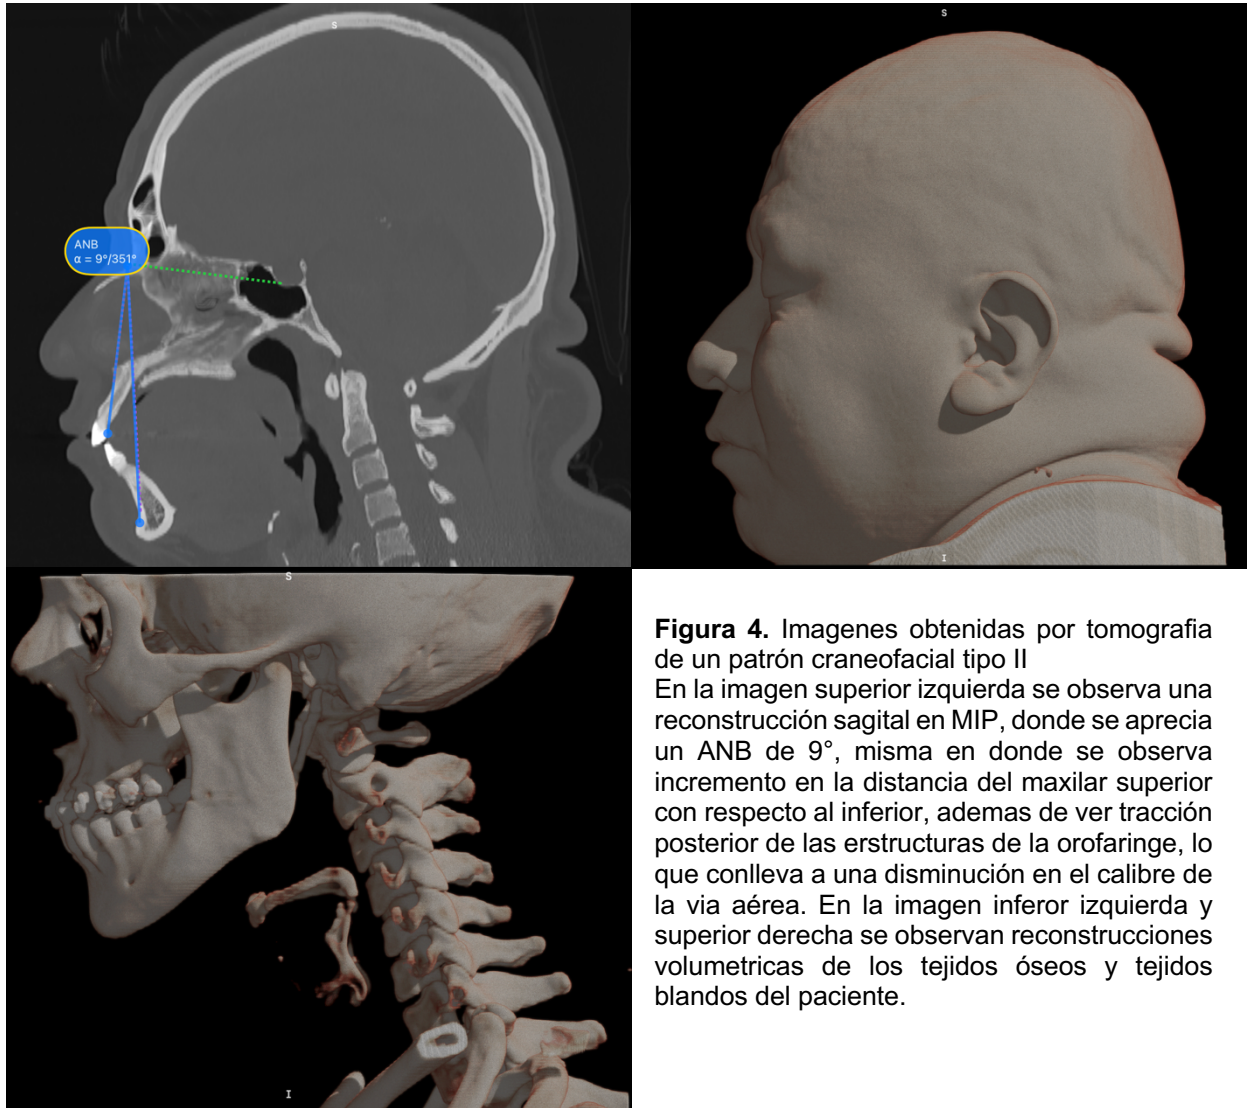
Imágenes obtenidas por tomografía de un patrón craneofacial tipo II
